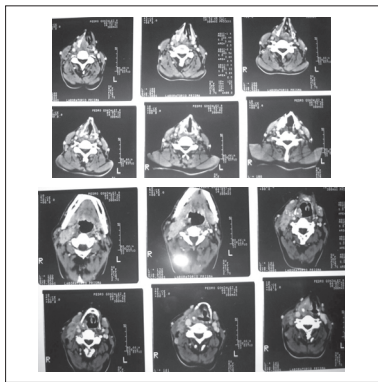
Tomografía axial computarizada en la cual se aprecia masa sólida que ocupa la hemilaringe derecha y hace cuerpo con la masa ganglionar. La lesión se extiende hacia la pared posterior de la faringe y cruza la línea media.
